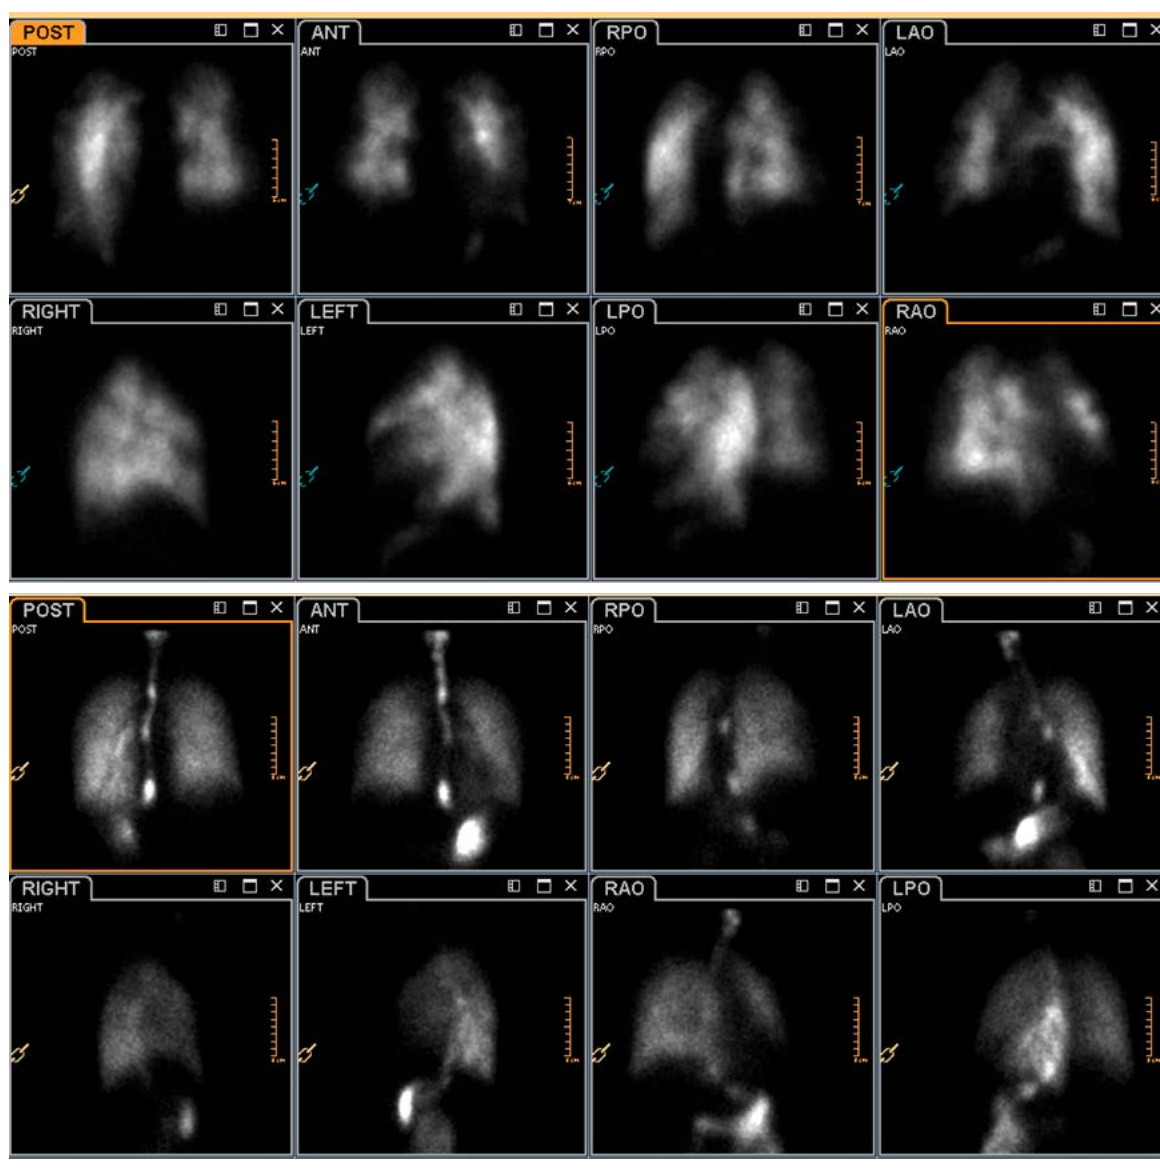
Данные перфузионной (верхний ряд) и вентиляционной (нижний ряд) сцинтиграфии легких у пациента с ХТЭЛГ. Отмечаются характерные для ТЭЛА множественные дефекты перфузии легких при сохранной вентиляции
